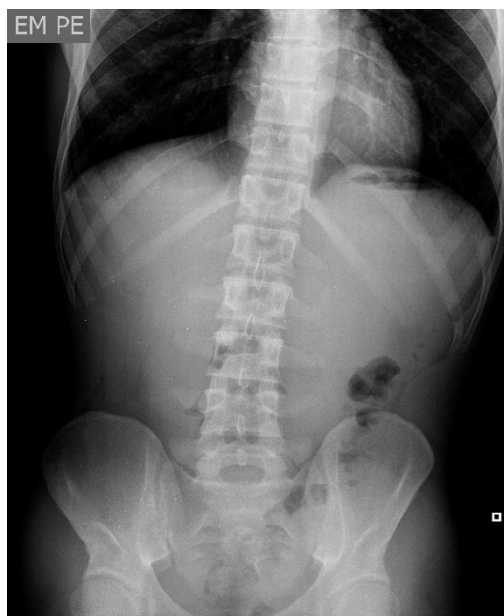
Radiografia abdominal realizada na Urgência (8-10-2014)
